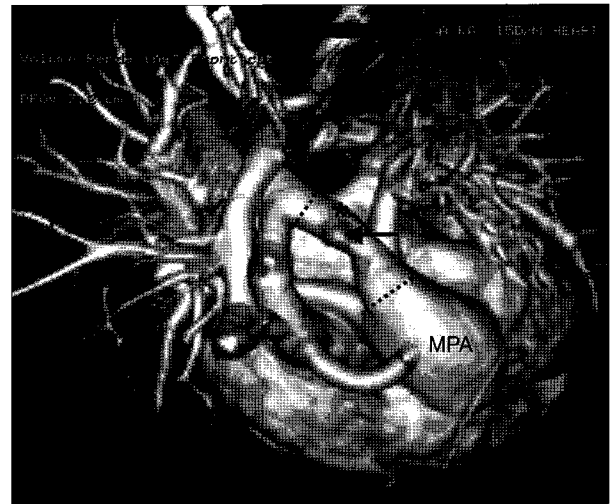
Preoperative 3-dimensional CT shows right aortic arch and aberrant left subclavian artery (arrow) with Kommerell's diverticulum (*). We resected patent ductus arteriosus and Kommerell's diverticulum along dotted lines and transferred the left subclavian artery to the left common carotid artery (Fig. 3). MPA=Main pulmonary artery.
